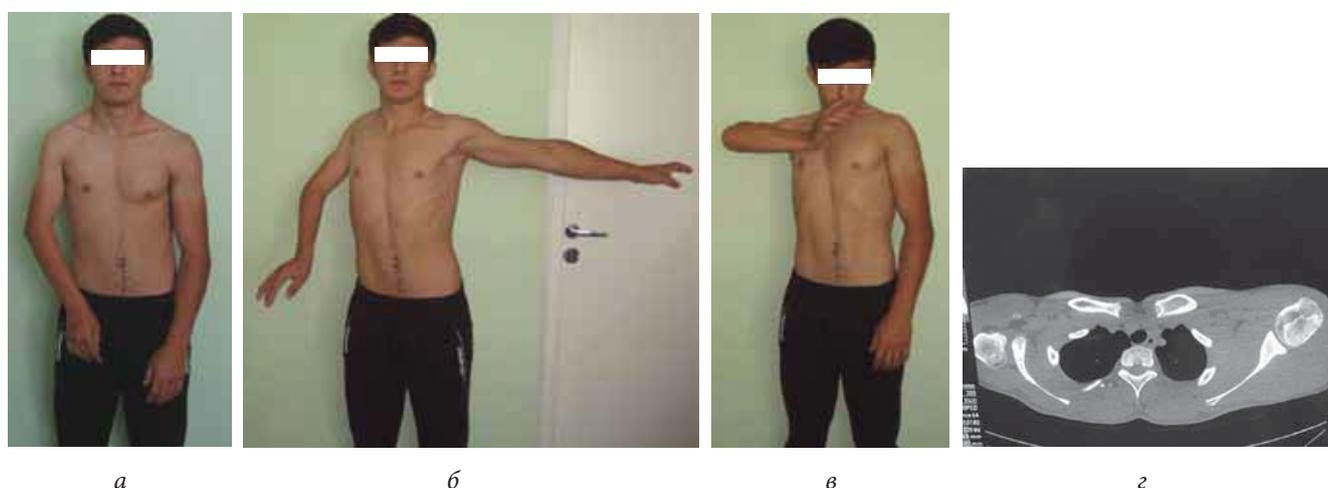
Приводяще-внутривротационная контрактура правого плечевого сустава у больного Б., 17 лет, с последствием родового повреждения плечевого сплетения до лечения: а — внешний вид больного; б — отведение в плечевых суставах; в — положительный «синдром трубочки» справа; г — КТ плечевых суставов
